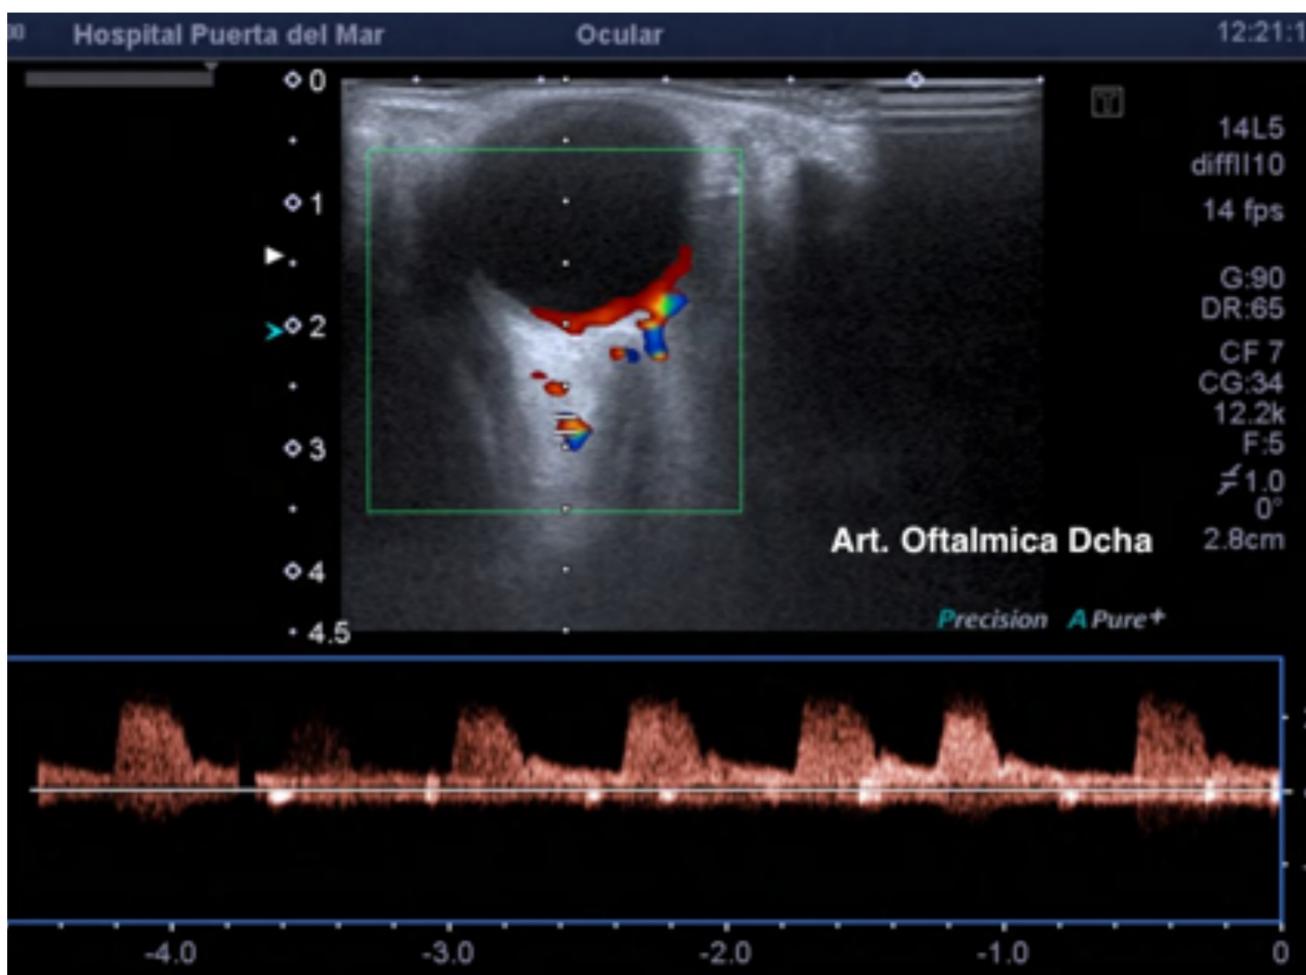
Ecografía doppler de la arteria oftálmica derecha. Registros normales.
